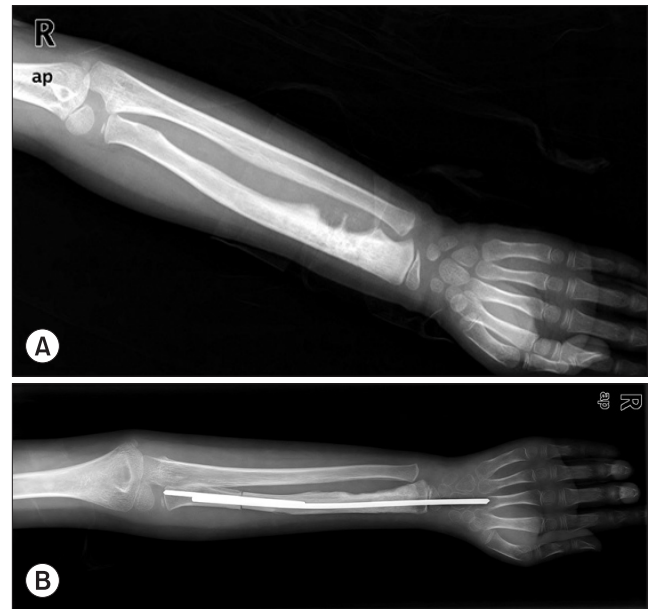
(A) Initial plain radiograph of 6-year-old patient (Case 1) shows osteoblastic lesion with periosteal reaction on distal radius. (B) Wide excision and wrist arthrodesis was done with pasteurized bone and Ender nail.
